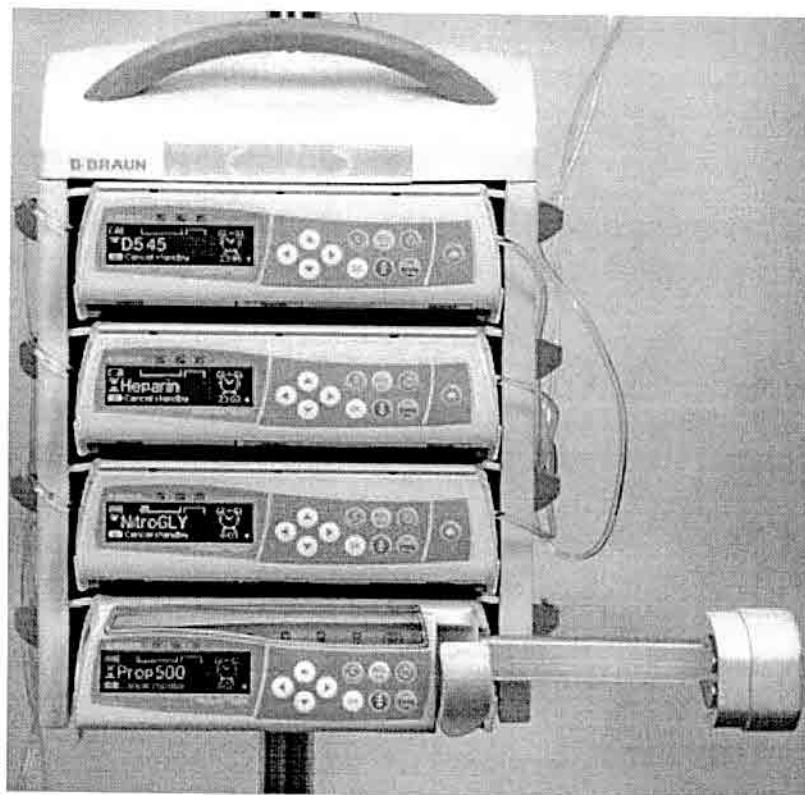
Многоканальная инфузионная система
